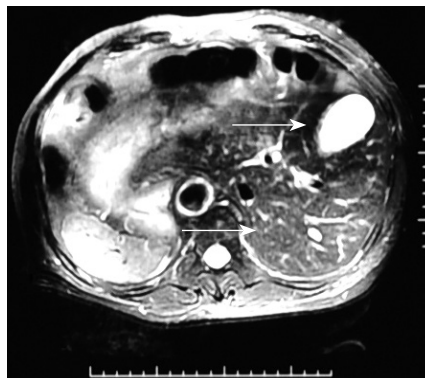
MRI提示肝脏、胆囊位于左腹部, 肝实质未见明显异常
